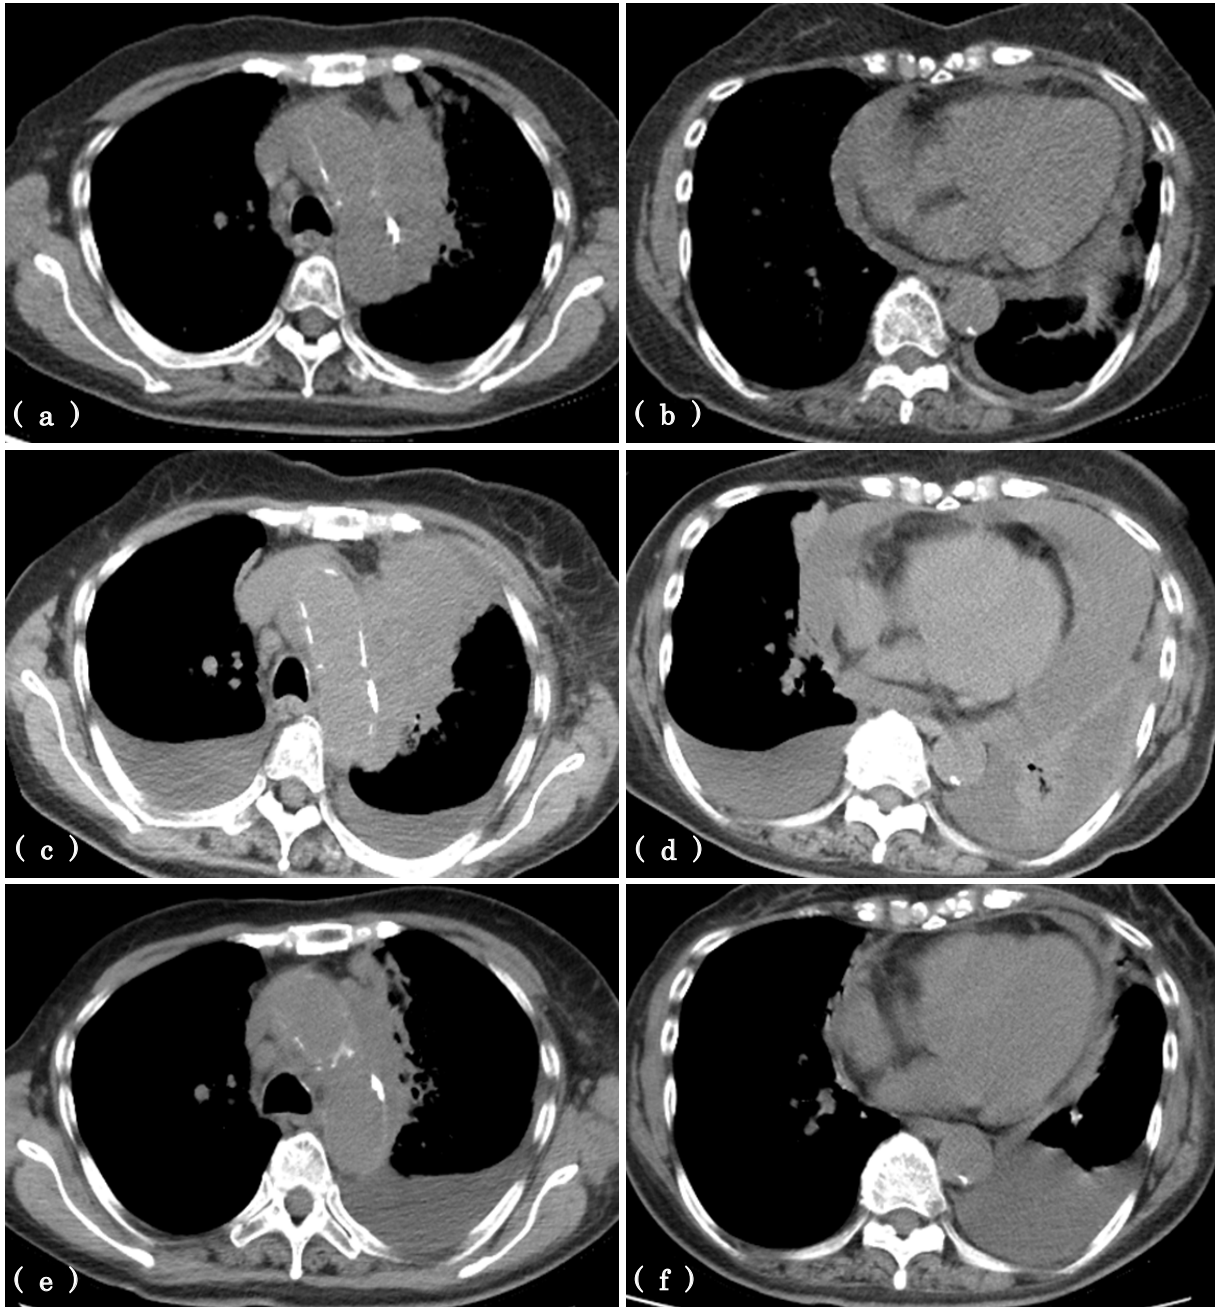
Chest computed tomography (CT). Primary lesion at the left upper lobe before pembrolizumab treatment (a). There was pericardial effusion before pembrolizumab treatment (b). The primary lesion size and pericardial effusion increased at the same time (c, d). Six weeks later, the primary lesion had shrunk (e), and there was no re-accumulation of pericardial effusion (f).
